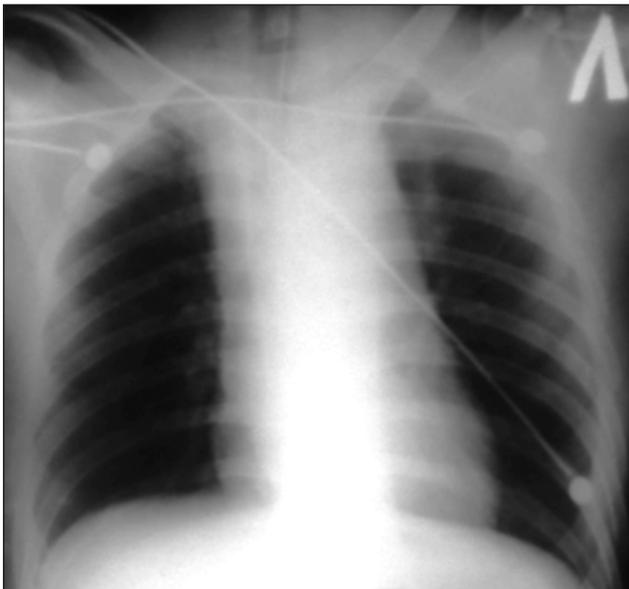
Рентгенограмма груди пострадавшего Б., 25 лет, при поступлении. Расширение тени верхнего средостения
